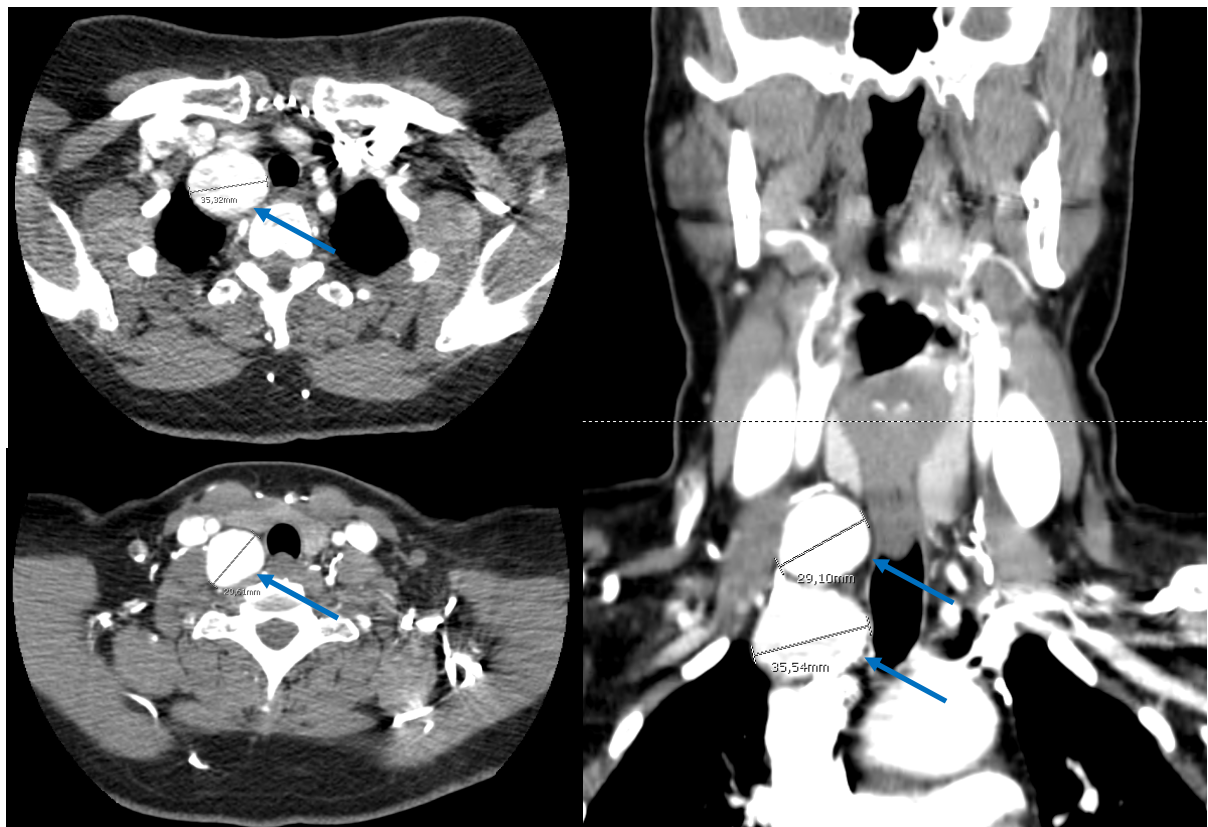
TC CERVICOTORÁCICA. Dois aneurismas fusiformes (indicados por setas azuis), com origem na primeira porção da artéria subclávia direita.
